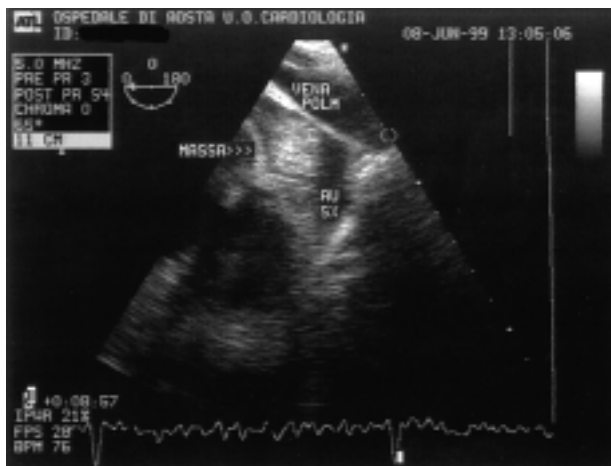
Aspetto ecografico transesofageo dell'auricola sinistra (AU SX) con massa al suo interno.
